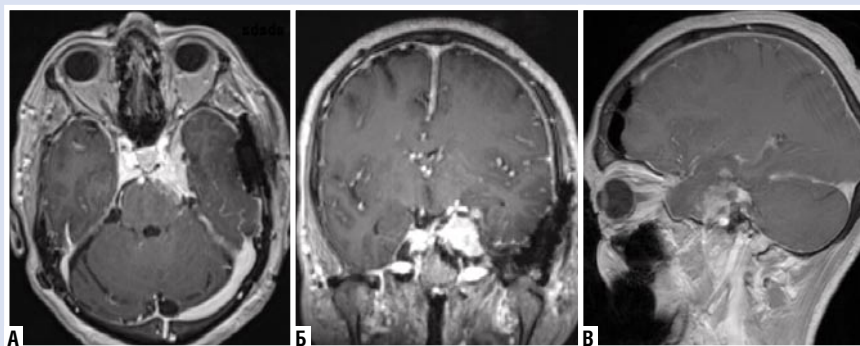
МРТ головного мозга. Т1-взвешенные изображения с контрастным усилением в аксиальной (А); фронтальной (Б); сагиттальной проекциях (В): состояние после резекции новообразования левой петрокливальной области в средней черепной ямке (1 сутки).
